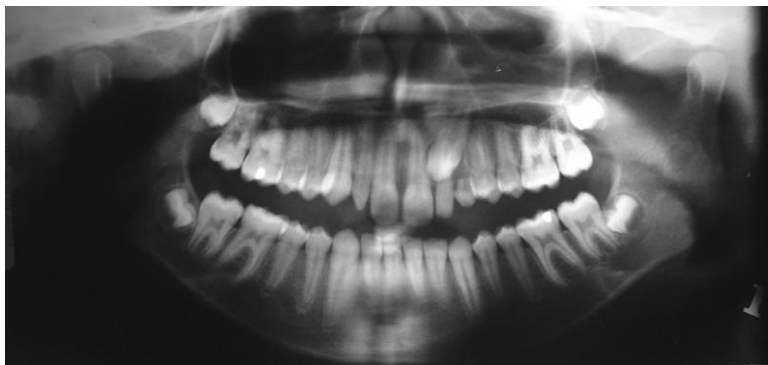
Examen Radiografico. Rx Panoramica. Rosas, W. 2003. Post grado ortodoncia U,C,V.
